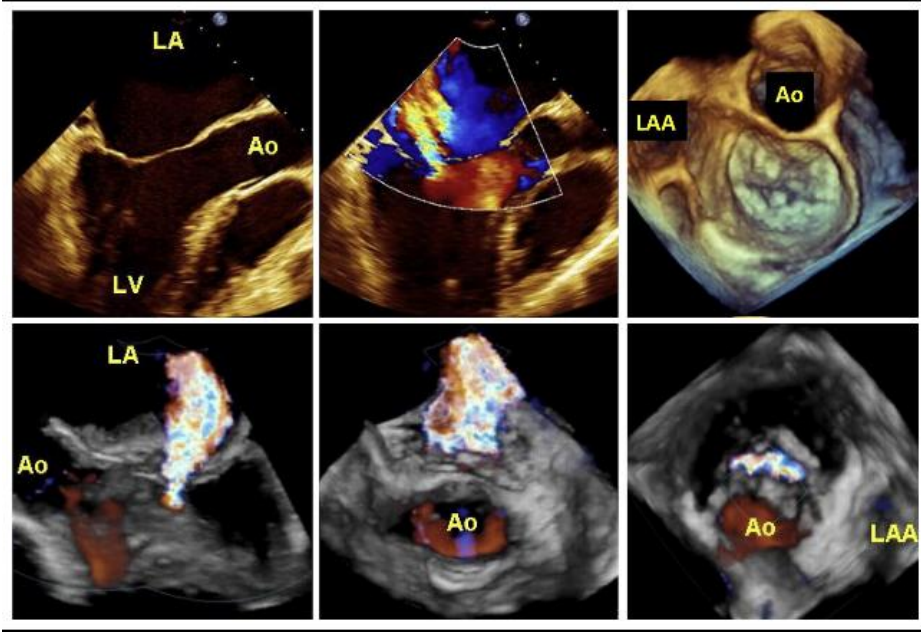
该图例为3D 经食管超声心动图及3D 彩色多普勒对功能性二尖瓣反流进行三维评估。二维切面显示二尖瓣叶受栓系呈帐篷状（上左），导致显著偏心的二尖瓣返流（上中）。二尖瓣的三维超声心动图显示中度二尖瓣叶局灶性结节性的退行性变。（右上）。三维彩色多普勒数据集剪辑显示反流束缩流面积，在五腔心切面窄（下左），而在两腔心切面宽（下中）。在二尖瓣鸟瞰观切面上，可见其沿瓣膜交界线不对称的分布（下右）。Ao，主动脉；LA，左心房；LAA，左心耳；LV，左心室。
